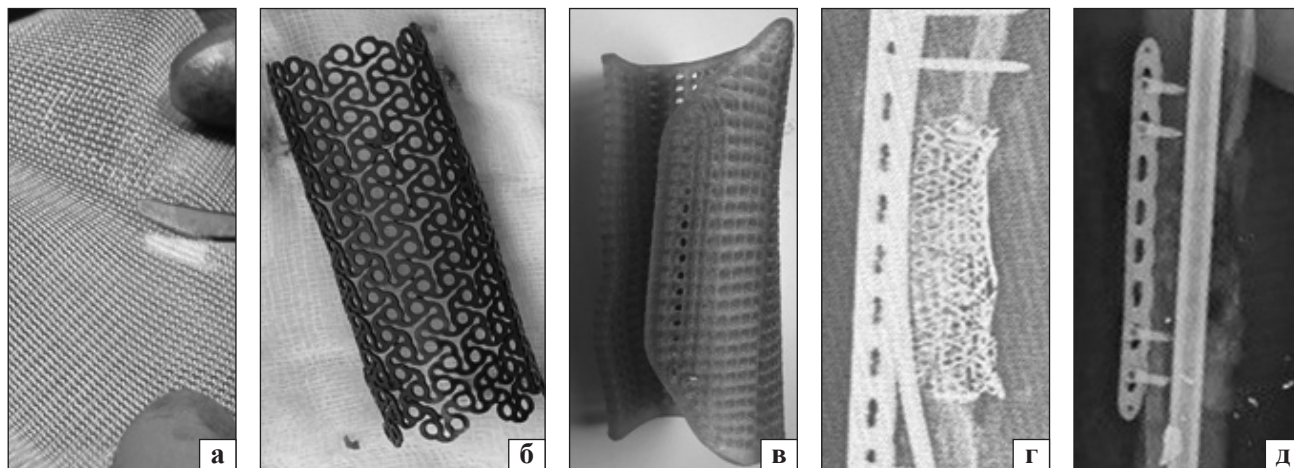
Приклади використання різних типів сіток для формування суміші аутоспонгіози і КФКЛК (біополімерна сітка (а), титанова змодельована сітка (б), 3D-змодельована біодеградуєча сітка (в)), приклади вигляду сіток на рентген-контролі (рентген-контрастна титанова (г) та нерентген-контрастна біополімерна (д))
